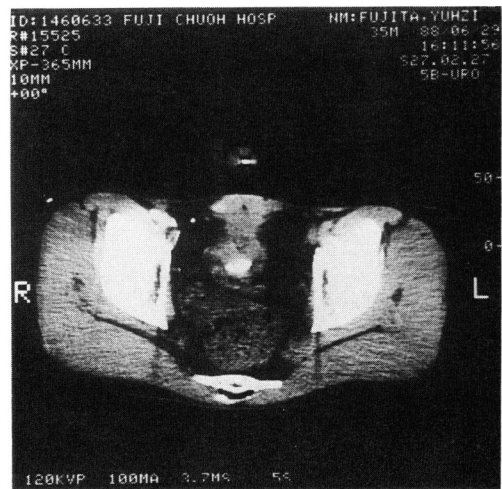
Low abdominal CT of case 7, showing tumor invading into the abdominal wall.
